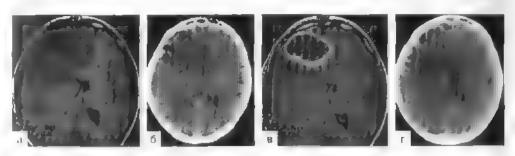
Возможности МРТ (слева) и КТ (справа) при диагностике абедесса го, ов пого мозга
